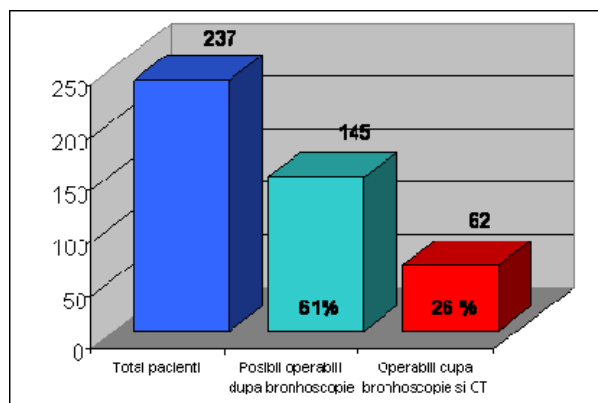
Pacienți operabili după CT și bronhoscopie
